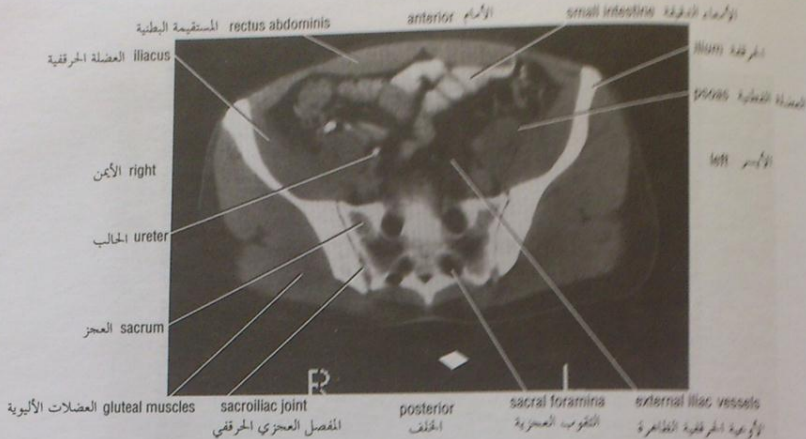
CT scan of the pelvis after a barium meal and intravenous pyelography. Note the presence of the radiopaque material in the small intestine and the right ureter. The section is viewed from below.
